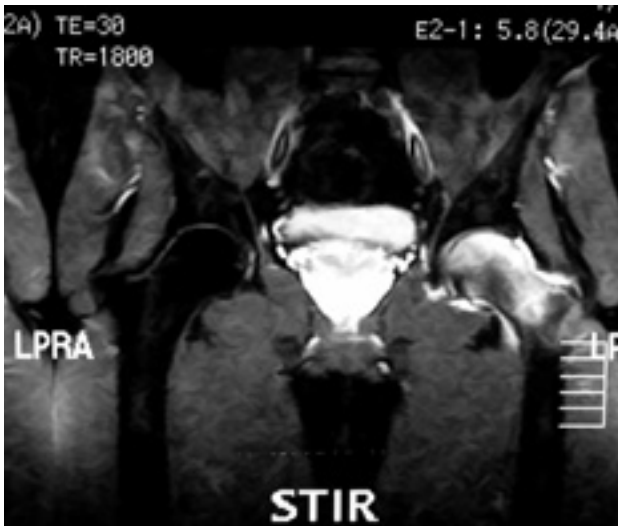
RMN: T2 (Imagen Hiperintensa en cadera Izquierda). adipocitos endomedulares.
